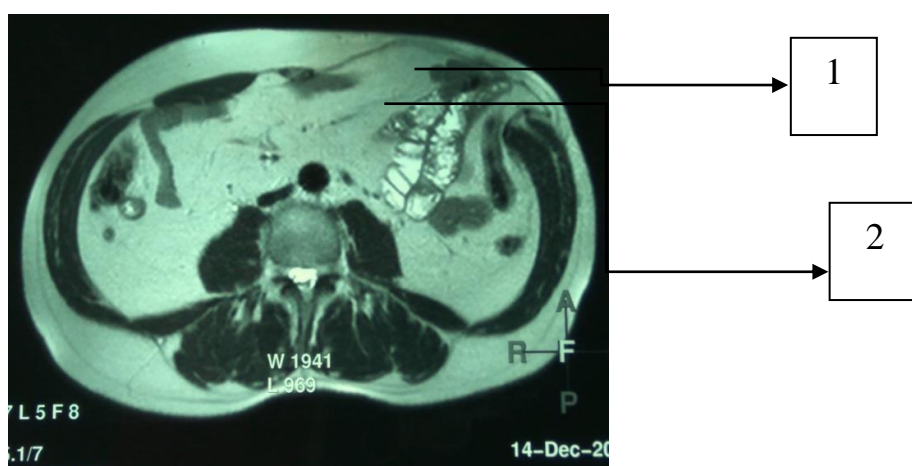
Признаки ПОВГ при магнитно-резонансной томографии: 1) грыжевое выпячивание; 2) грыжевые ворота
